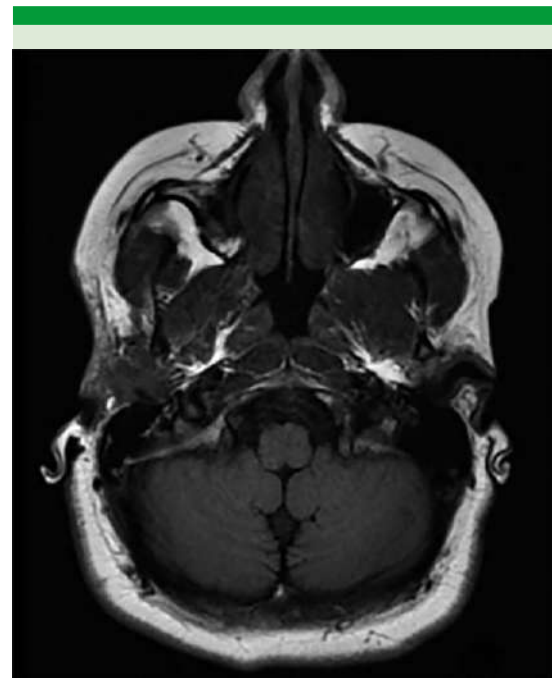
Resonancia magnética en corte axial en T1, a nivel del conducto auditivo externo, donde se observa un tumor proveniente de la región parotídea que ocluye el conducto auditivo externo derecho.
